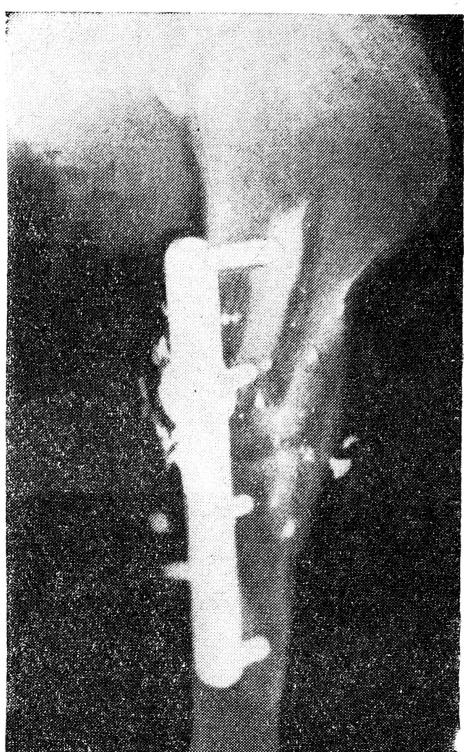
Рентгенограмма левого плеча после операции сколачивания и экстрамедуллярной фиксации металлическим «замком».
